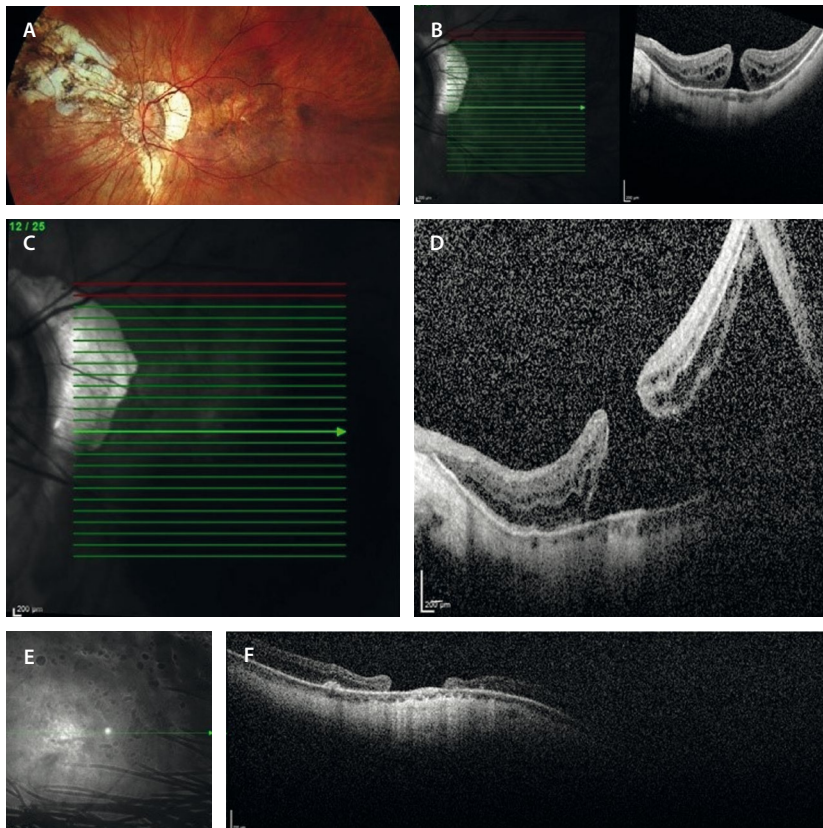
A y B) Imágenes de 2016 en las que se observa un agujero macular crónico en el ojo izquierdo. C y D) Imagen infrarroja y tomografía de coherencia óptica macular de 2024 en las que se observa desprendimiento de retina en el polo posterior. E y F) Imagen infrarroja y tomografía de coherencia óptica macular de 2025 en las que se aprecia un agujero macular pegado y no cerrado tras vitrectomía *pars plana*.
